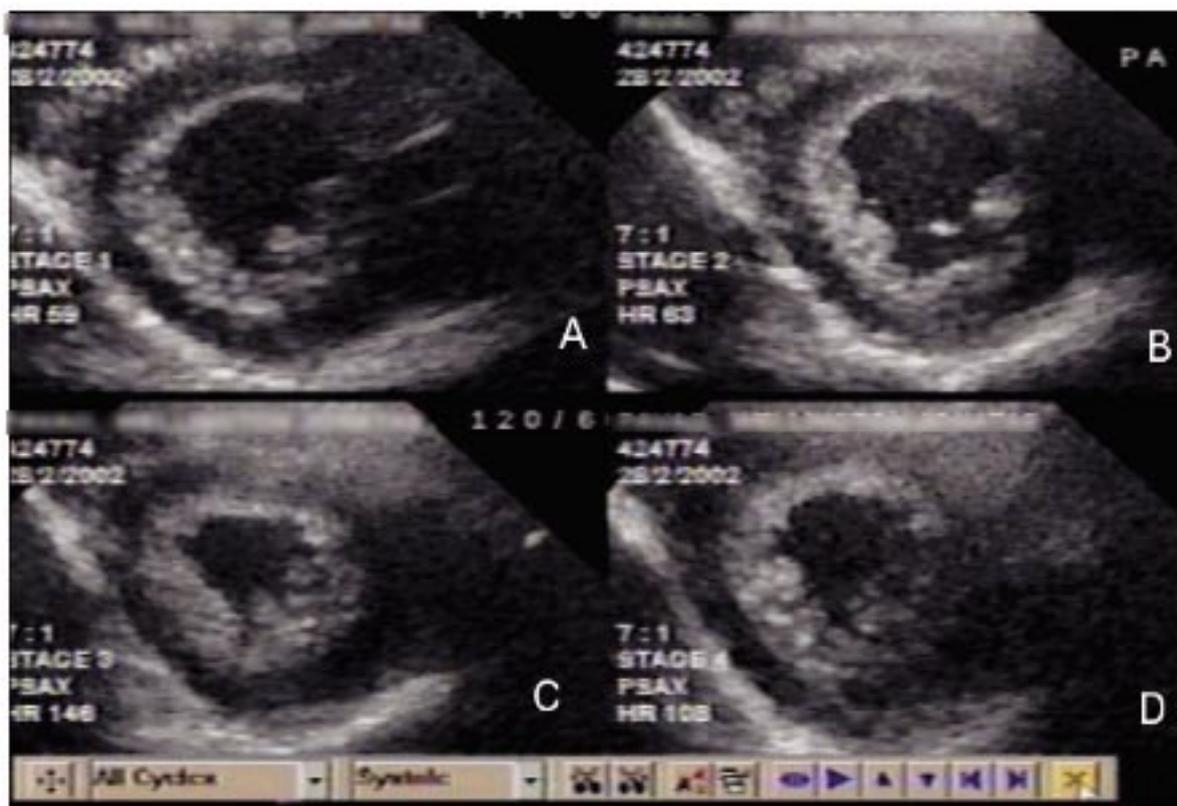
Ecocardiograma de estresse em paciente com 7 anos de pós-operatório da operação de Jatene. Não foram evidenciadas alterações segmentares da contratilidade. Observa-se redução do volume sistólico final do ventrículo esquerdo ao pico do estresse (quadro C), evidenciando boa função ventricular.
